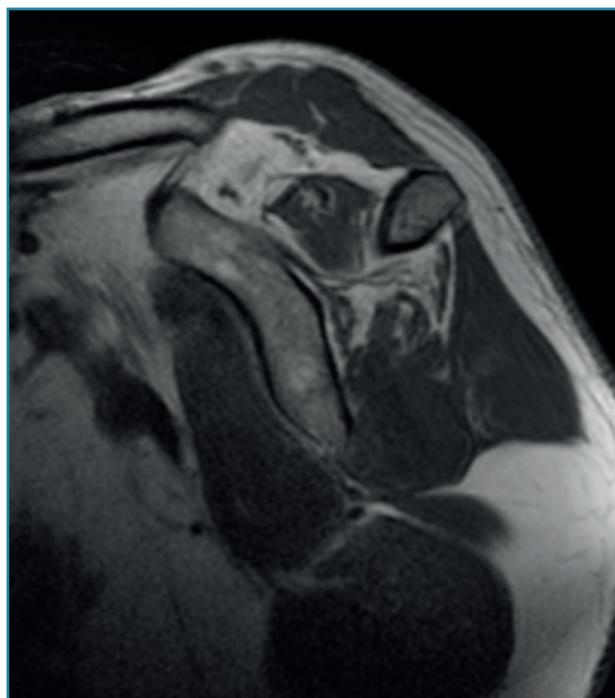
Corte sagital de resonancia magnética.
